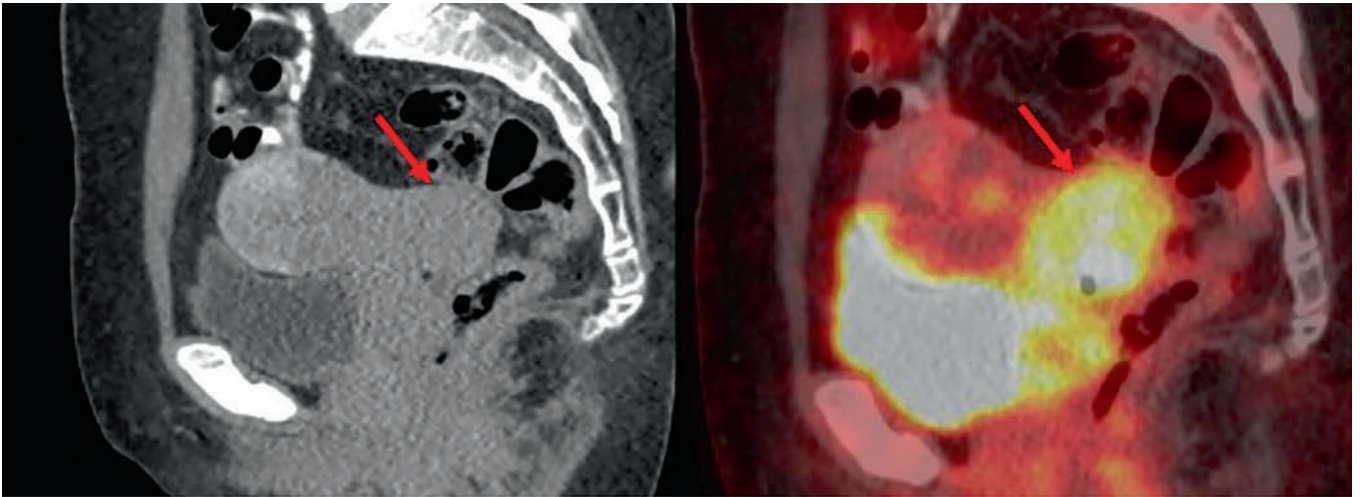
ПЭТ-КТ пациентки в дебюте заболевания. Визуализируется метаболически активное образование в шейке матки (стрелки) размером 71 × 48 мм с SUVlbm max 5,5
